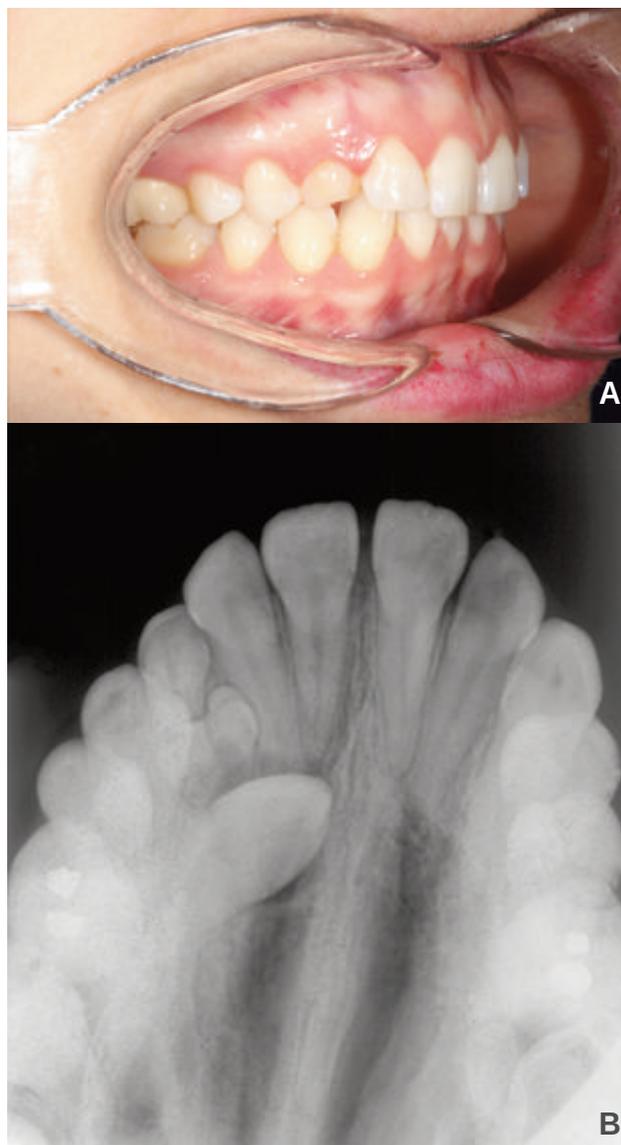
Caso clínico 2; a, la fotografía intraoral lateral muestra el 53 que no se ha exfoliado; b, La radiografía oclusal revela la presencia de un odontoma o diente supernumerario que probablemente es responsable de la inclusión del 13.
